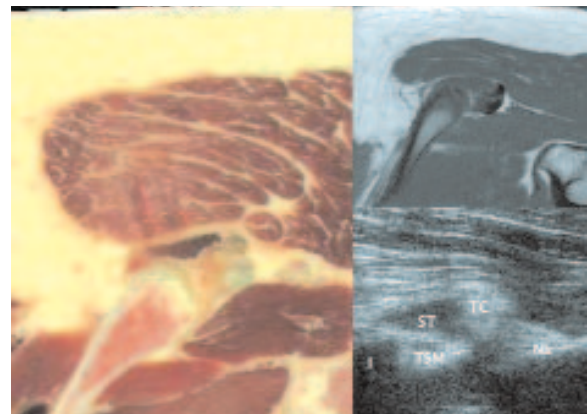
Coupes transverses passant par l'ischion, à hauteur des premières fibres musculaires du semi-tendineux (I : ischion ; ST : muscle semi-tendineux ; TC : tendon conjoint ; TSM : tendon du semi-membraneux ; NS : nerf sciatique).
